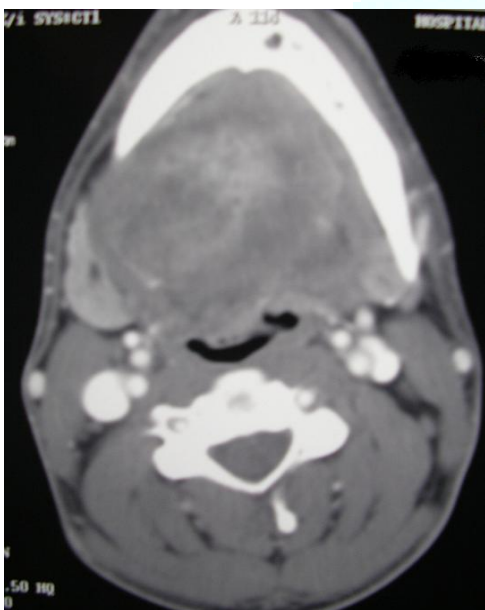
Corte axial de TAC cervical que muestra una tumoración heterogénea de aproximadamente 6 cm. de diámetro mayor, en suelo de boca y región submaxilar.
